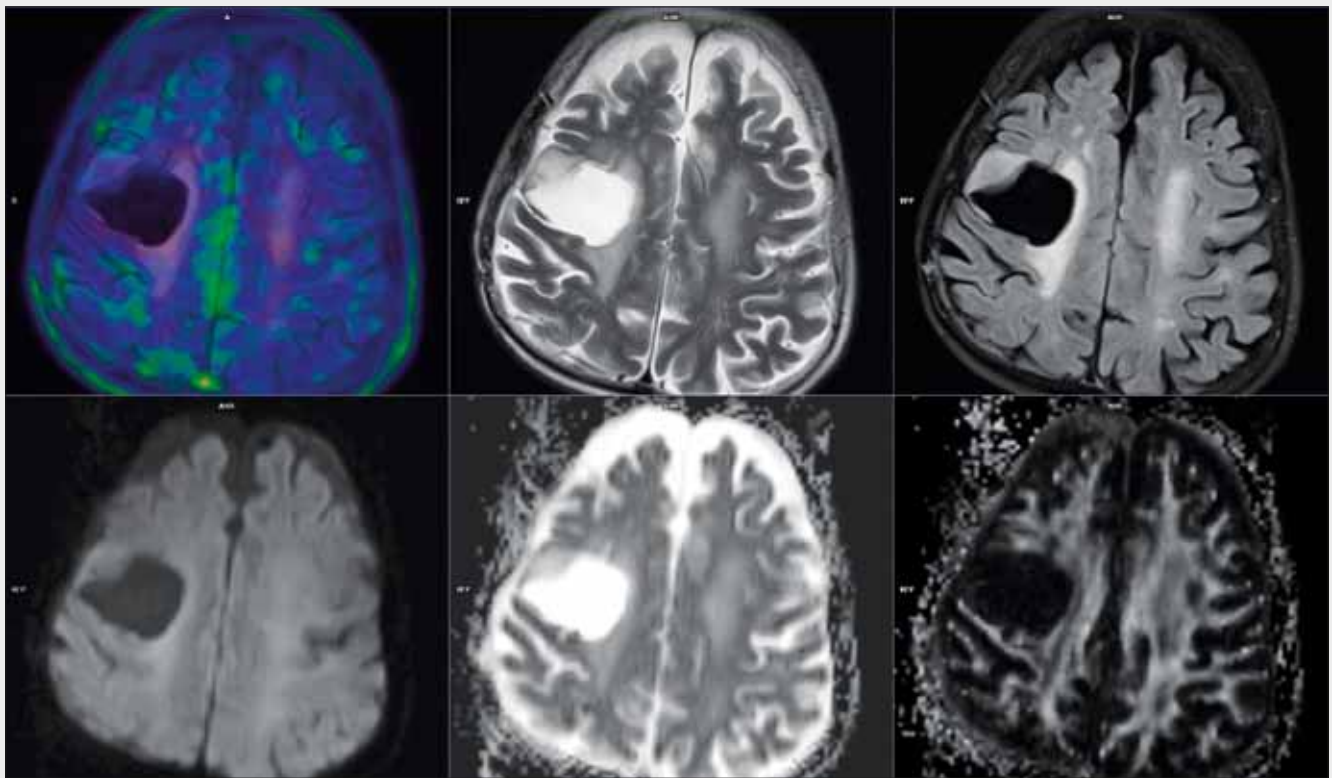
^{18}F -FDG-PET/MRI: the absence of the FDG accumulation confirms no recurrent tumorous tissue after the radical resection of glioblastoma
